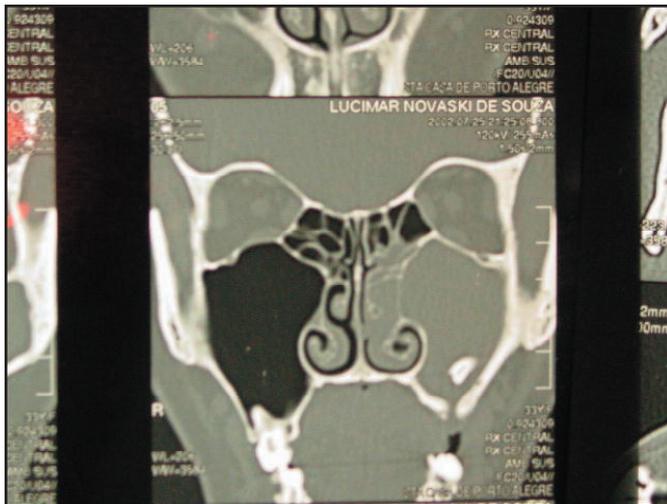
Tomografia dos seios paranasais.
